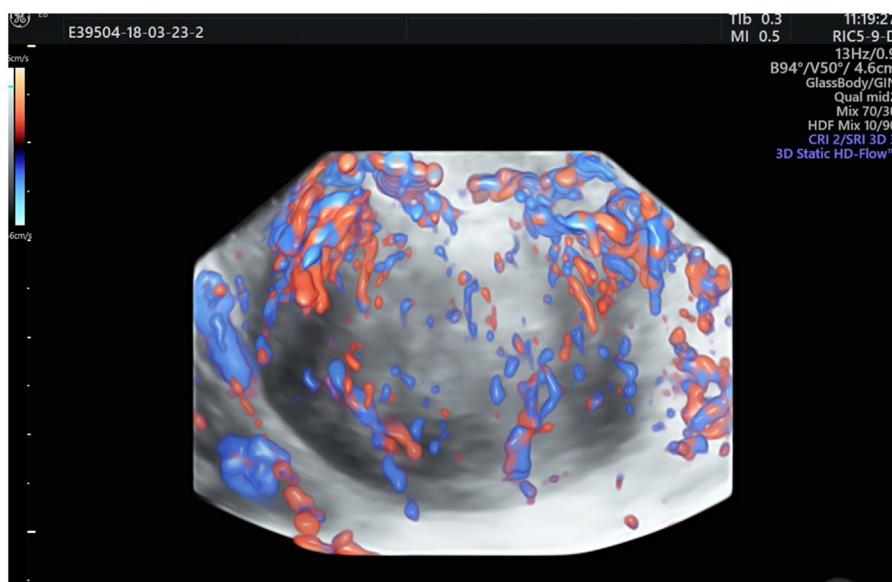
La imagen muestra los vasos del mioma. Realizar en el quirófano una ecografía 3D antes de la radiofrecuencia (RF) nos permite ver las zonas más vascularizadas donde tendremos que insistir para tratar el mioma.
